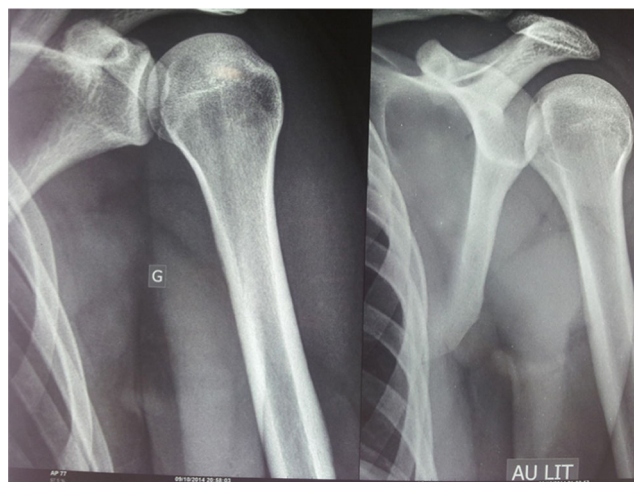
Radiographie de face et de profil illustrant la rotation interne de la tête humérale avec le signe de l'ampoule (pointillés)
